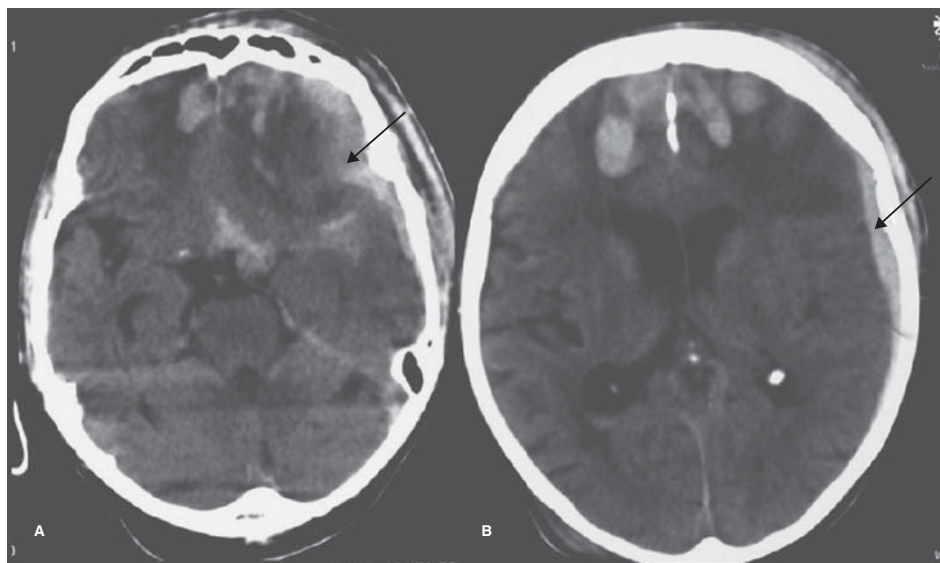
Traumatismo craneoencefálico. TC que muestra áreas de alta densidad en los lóbulos frontales y el lóbulo temporal izquierdo por contusiones. Pequeña colección hemática subdural frontal izquierda (flecha). Tumefacción de tejidos blandos subgaleales.
